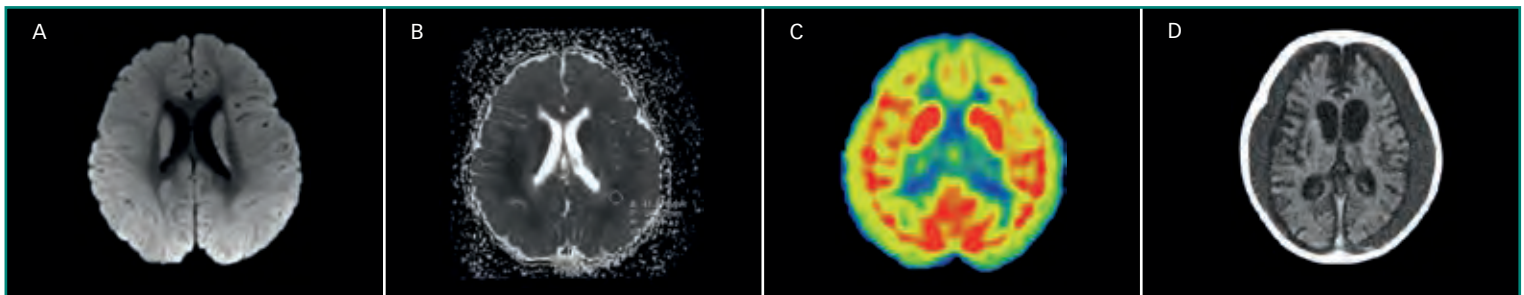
Encefalopatía hipóxico-isquémica. Neonato prematuro con lesión anóxica profunda causada por un parto complicado. Cortes axiales del cerebro. Las tres primeras imágenes muestran: A: difusión; B: coeficiente de difusión aparente; C: perfusión cerebral, a los tres días del parto, tras hipotermia terapéutica. Por desgracia, en este caso no mejoró el pronóstico. D: TC tomada cinco meses más tarde, mostrando las secuelas con pérdida de volumen marcada, leucomalacia y colecciones bilaterales subdurales. El paciente sufre parálisis cerebral.
